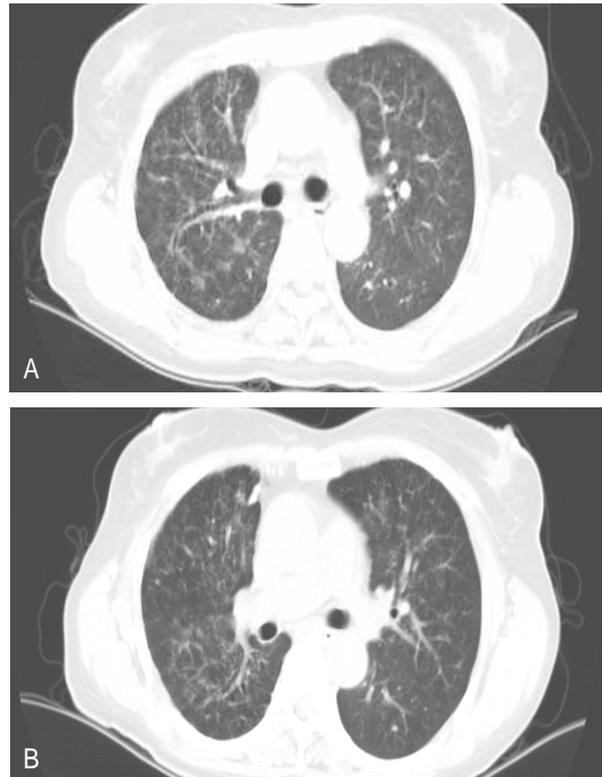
Chest CT performed before initiation and after treatment of steroid. CT scans obtained at the level of bronchus intermedius showed diffuse reticulonodular shadow at both central lung, along bronchovascular bundles (A). CT scans obtained 2 weeks after discontinuation of imatinib-mesylate and treatment of steroid revealed that reticulonodular shadow marked decreased (B).
